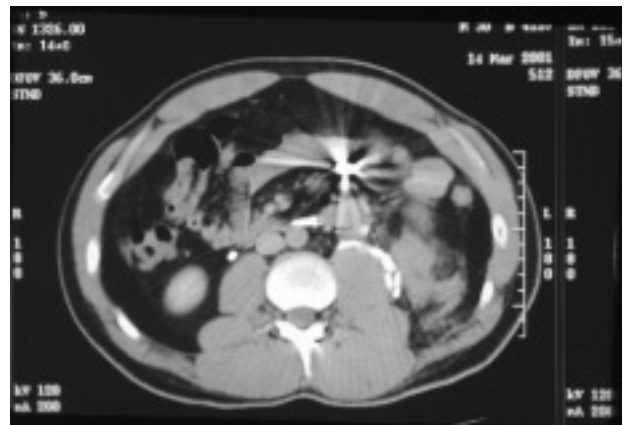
Imagen de CT. Se puede ver una imagen de artefacto en abdomen correspondiente a un proyectil de arma de fuego.
